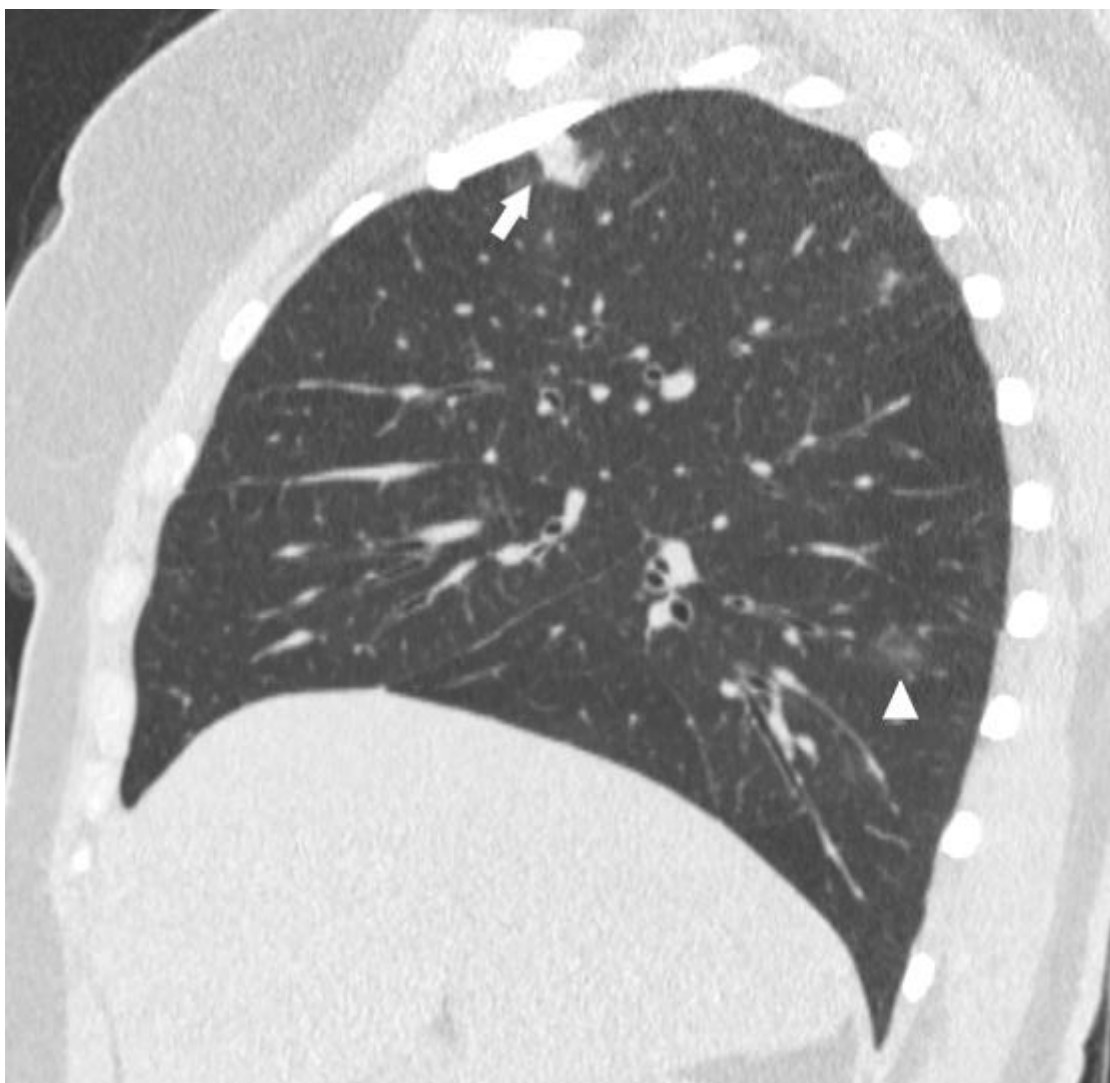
TC de tórax evidencia consolidação (seta) e áreas de atenuação em vidro fosco (cabeça de seta) em paciente com Síndrome de Loeffler.
